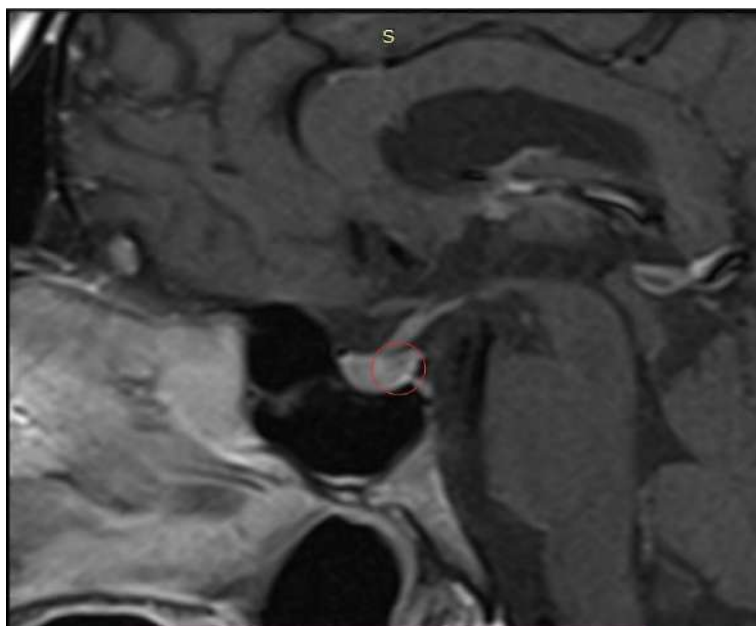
Resonancia magnética contrastada de encéfalo, corte sagital en secuencia T1 enfocada en la silla turca: puede observarse una zona más hipointensa (círculo rojo) hacia el lado izquierdo de la glándula en comparación con el resto del parénquima hipofisario correspondiente al área del microadenoma.
